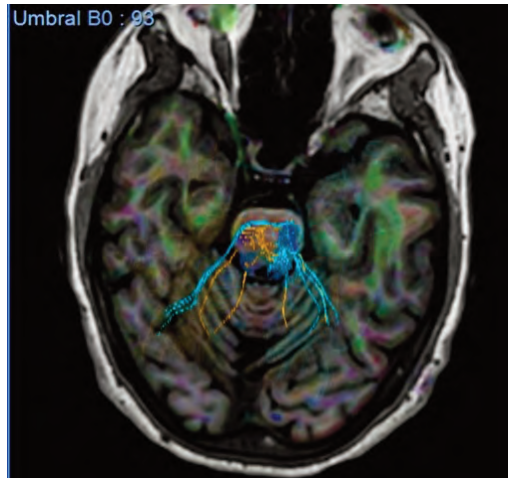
Tractografía de fibras por RM. Reconstrucción del recorrido de los haces corticoespinales en relación con las estructuras cerebrales.
